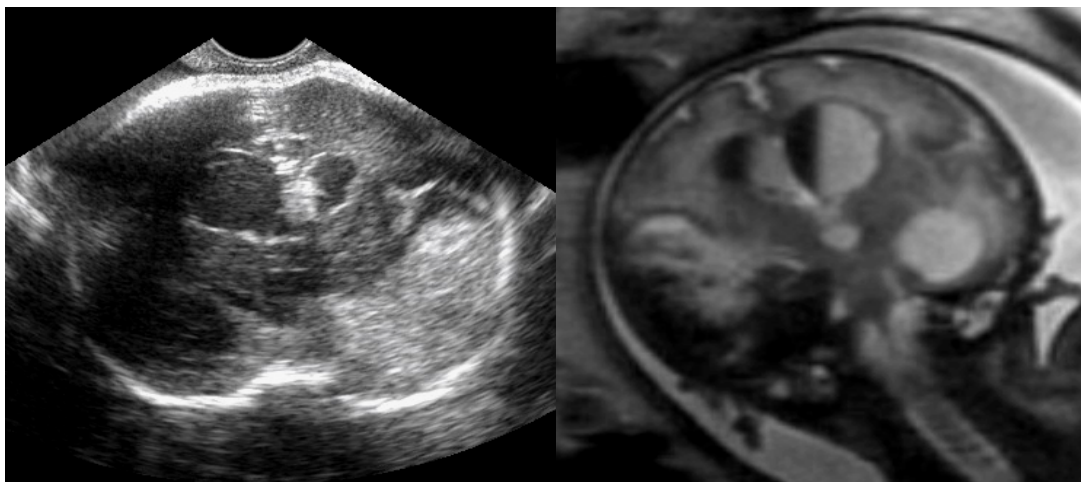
Ecografia/RMN (T2 SSFSE): Emorragia cerebrale di 4° grado (34 settimane). Sezioni coronali.
